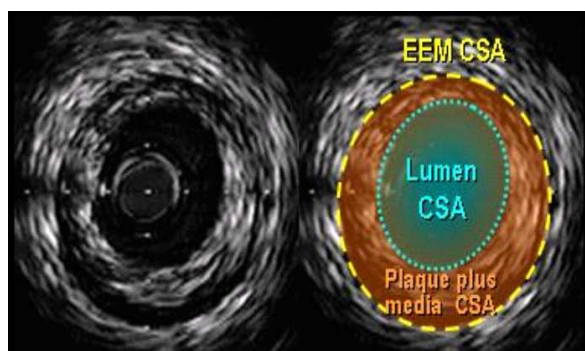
혈관내초음파에서 측정되는 EEM(external elastic membrane)
